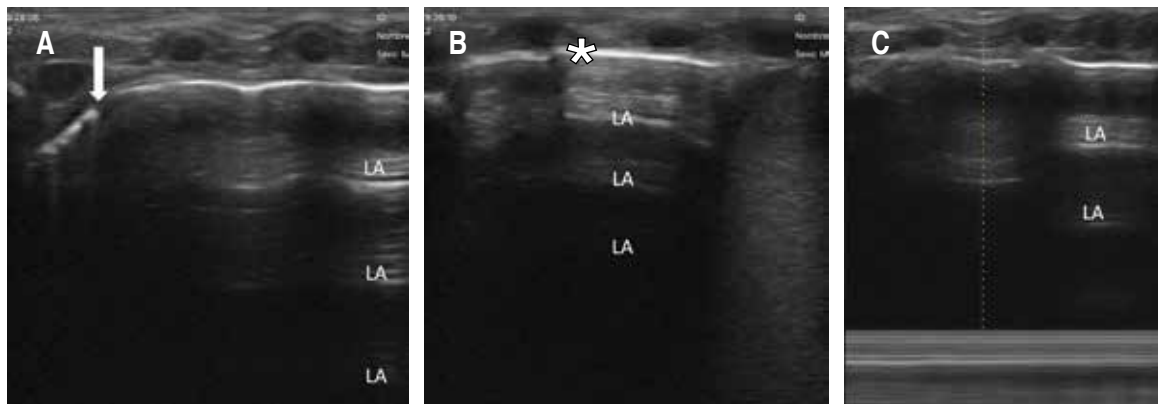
Se realiza ultrasonido pulmonar (ultrasonido portátil lineal de 10 Hz) observando: A) pulmón anterior apical derecho con presencia de “punto pulmonar” correspondiendo al punto de transición entre un área no deslizante y otra deslizante (flecha). B) Pulmón anterior basal derecho, se observa ausencia del deslizamiento pleural [línea pleural (*) sin movimiento normal en vaivén], con patrón de líneas-A (LA) y ausencia de líneas-B. C) Pulmón anterior medial derecho en modo-M se observa el “signo del código de barras” confirmando ausencia de deslizamiento de la línea pleural.
